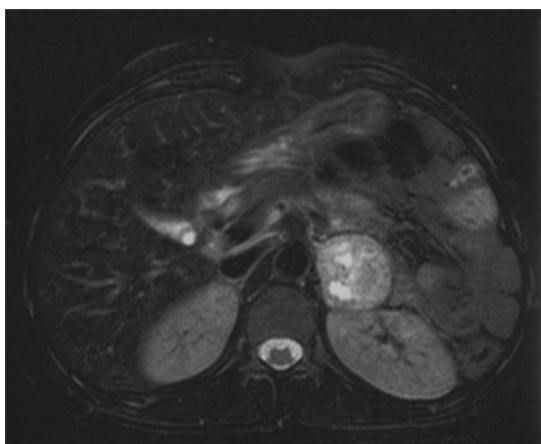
Resonancia magnética en secuencia T2 con saturación grasa; corte axial. Se identifica la lesión adyacente al riñón izquierdo, hiperintensa y concentraciones líquido-líquido en su interior.
